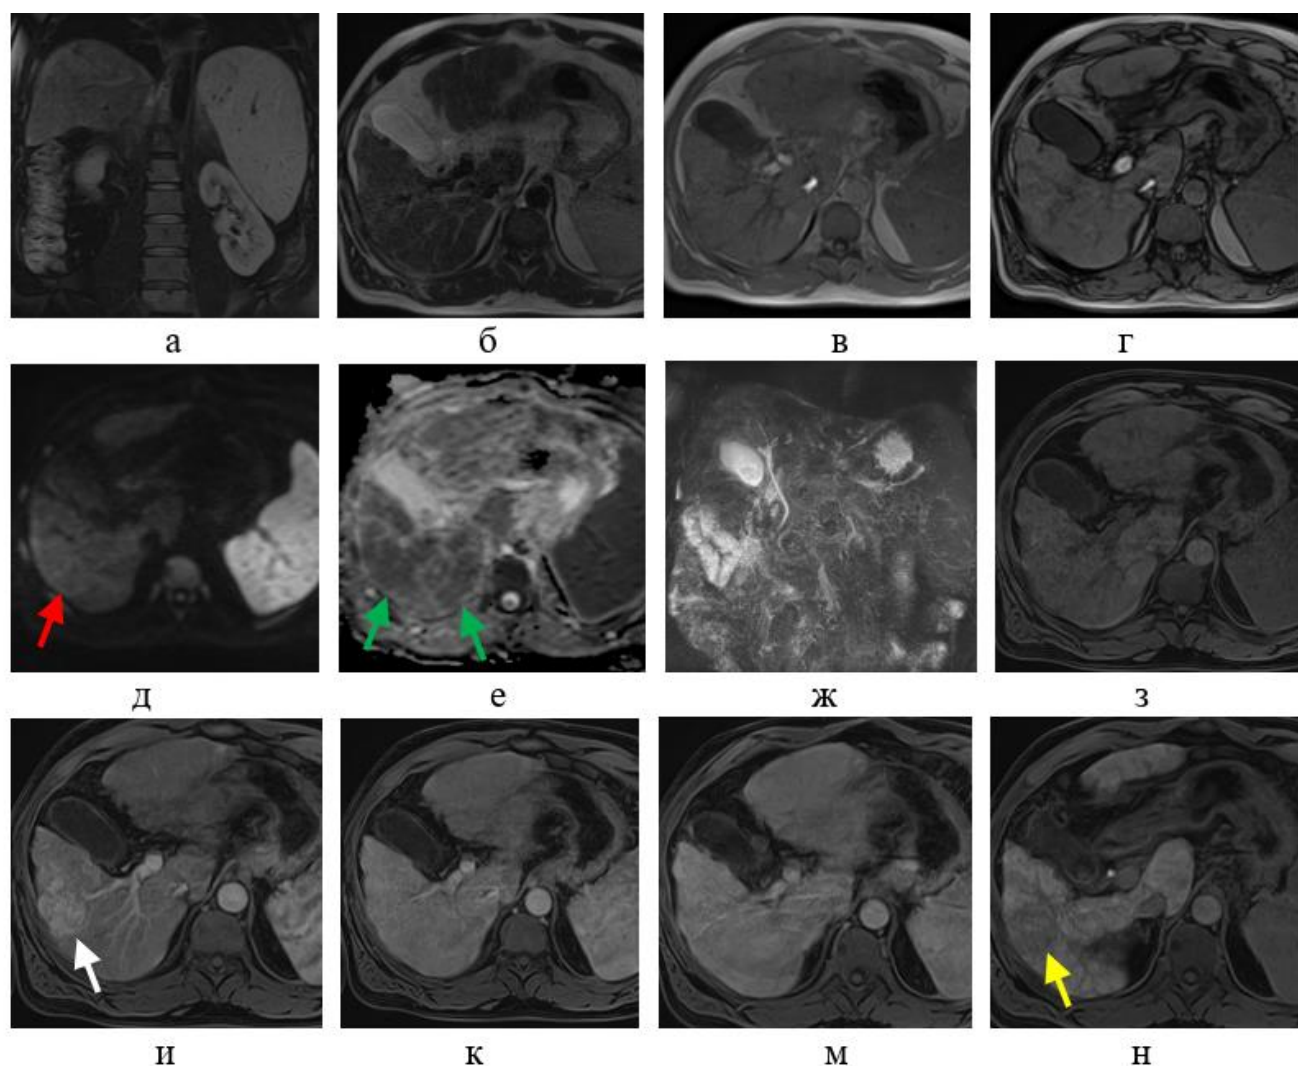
Мультипараметрическая МРТ с гепатоспецифическим контрастным препаратом для пациентов с гепатоцеллюлярным раком: а - Cor T2-ВИ, б - T2-ВИ, в - T1 in phase, г - T1 out of phase, д - ДВИ ($b=1000 \text{ с/мм}^2$), е – ИКД-карта, ж – МРХПГ, з – преконтрастное T1-ВИ, и – артериальная фаза, к – венозная фаза, л – венозная фаза, м – паренхиматозная фаза, н – гепатобилиарная фаза. В артериальную фазу контрастирования визуализируется гипervasкулярное образование (белая стрелка) в правой доле печени, которое демонстрирует признаки вымывания в гепатобилиарную фазу (желтая стрелка). На ДВИ с высоким b-фактором образование ограничивает диффузию (красная стрелка), однако на ИКД-картах его сигнал не отличается от окружающей паренхимы печени (эффект T2-просвечивания) (зеленые стрелки). В другие последовательности данное образование не определяется
